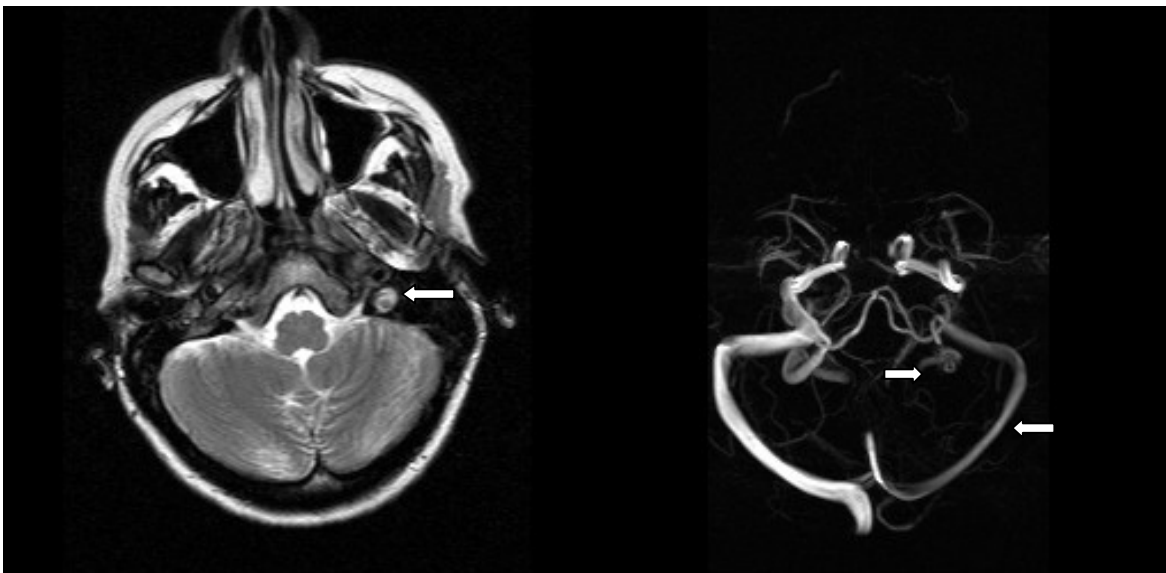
Hypakusis-Patientin E; MRT (T2w) zeigt eine iso- bis hyperintense Darstellung der linken VJI; das MRV zeigt einen reduzierten Fluss im linken ST und SS, sowie ein Fehlen des Flusses in der linken VJI.
